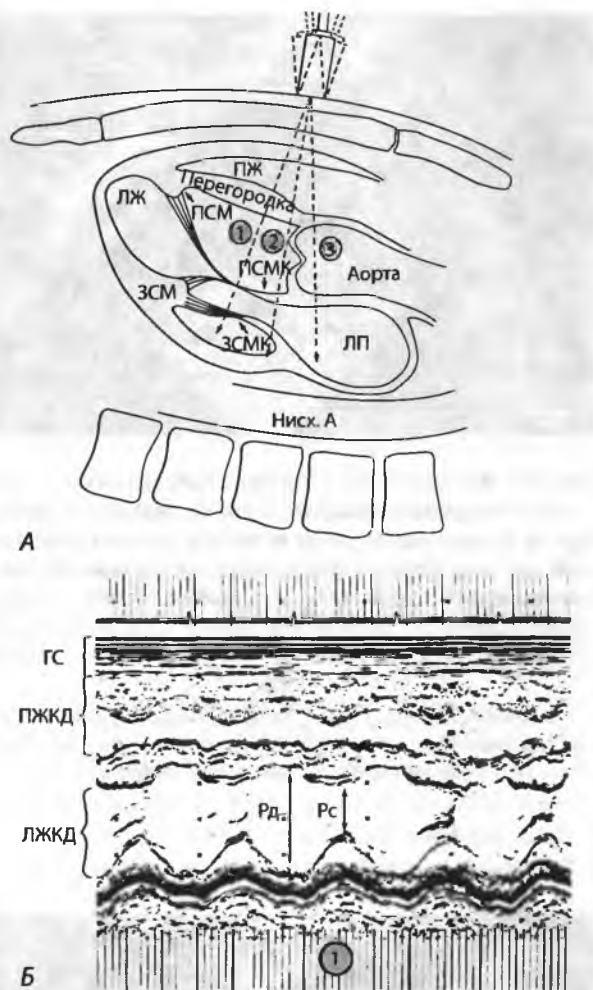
М-режим эхокардиографии:
